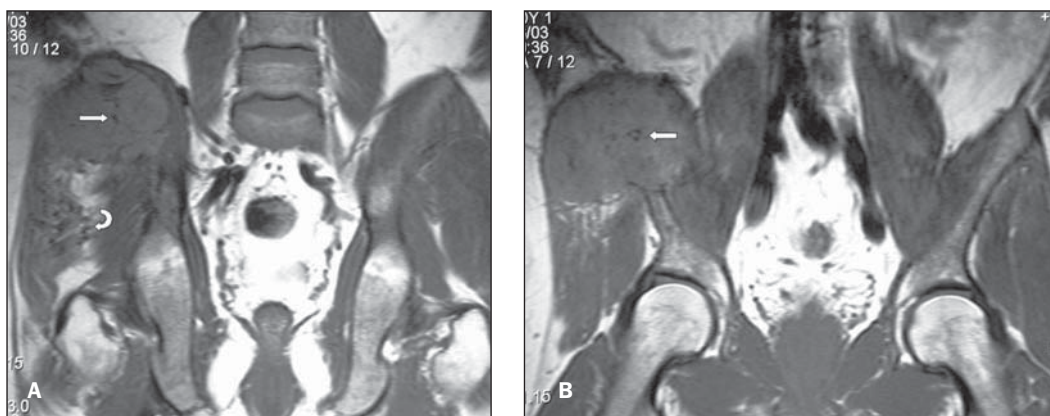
A,B: RM no plano coronal ponderada em T1 da bacia de um paciente masculino de 43 anos de idade evidenciando presença de lesão expansiva na asa do osso ilíaco direito, com hipervascularização no interior (setas retas) e nas partes moles ao redor (seta curva).
